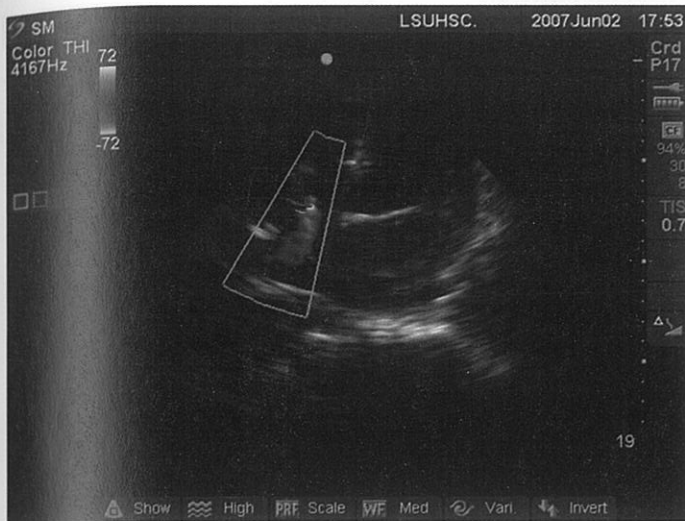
Ecocardiografie arătând regurgitarea tricuspidiană. A se observa fluxul regurgitant spre atriu drept.
